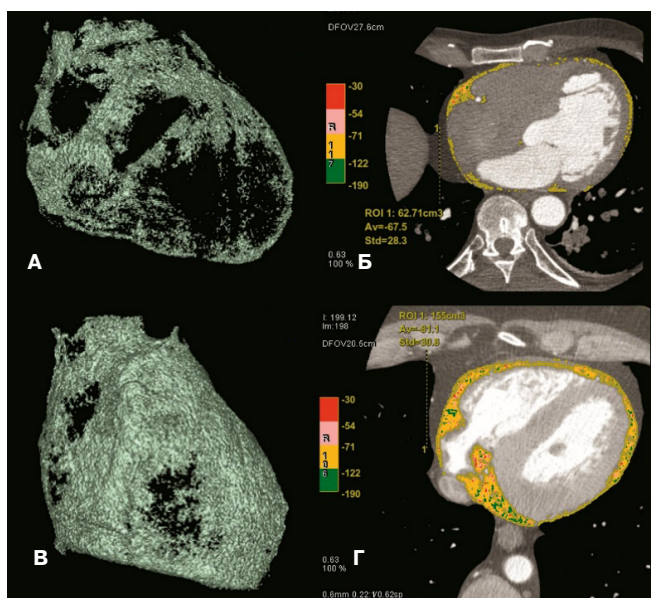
Примеры КТ оценки ЭЖТ.
